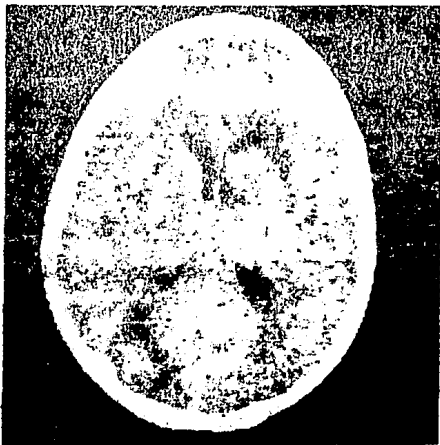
Tomografía simple. Se observan múltiples imágenes hipodensas, localizadas en las regiones frontal y occipital derechas y frontal izquierda. Hay colapso del cuerno frontal izquierdo.
